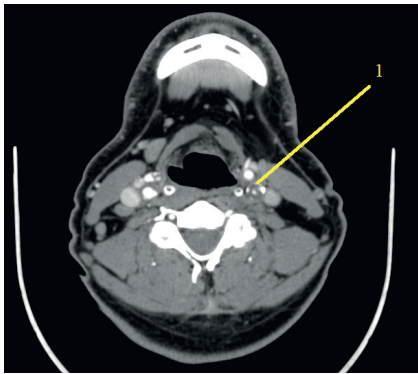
Мультиспиральная компьютерная томография – ангиография общей сонной артерии: 1 – субокклюзия внутренней сонной артерии слева
